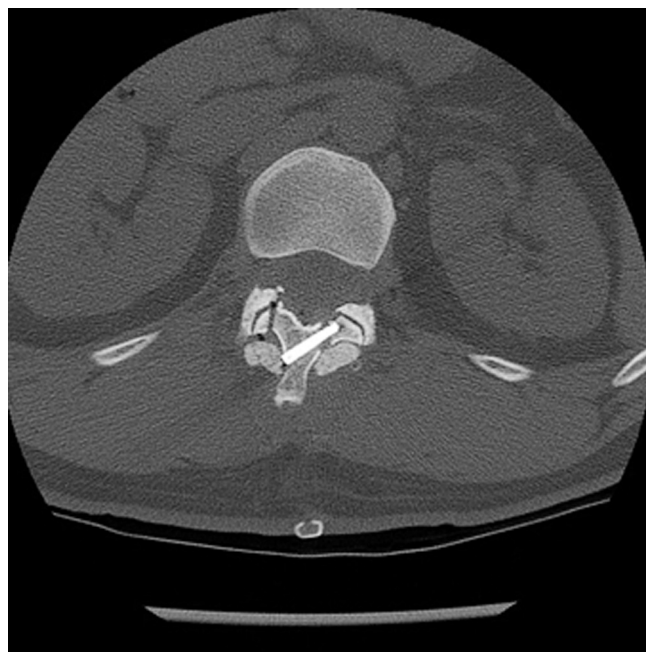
Postoperative CT scan. We have used nails in order to fix the posterior structures which had been relocated. Two areas, the first being between superior and inferior spinous processes and the second being adjacent to isthmus, were internally fixated using nails. Both places were undergone osteotomy prior to fixation.
